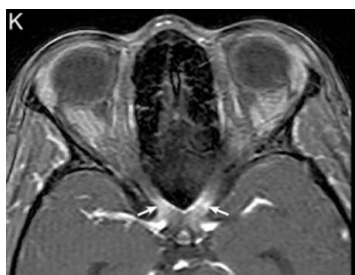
Realce del quiasma óptico en resonancia magnética T1 con gadolinio (19)
